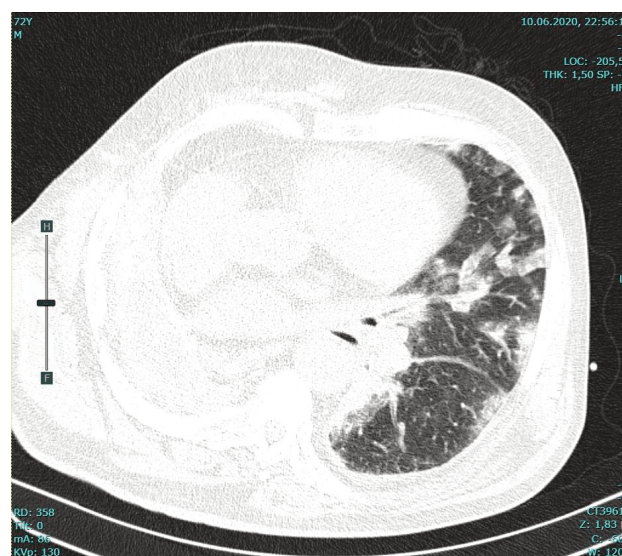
Фронтальная томограмма ОГК от 10.06.2020г.
